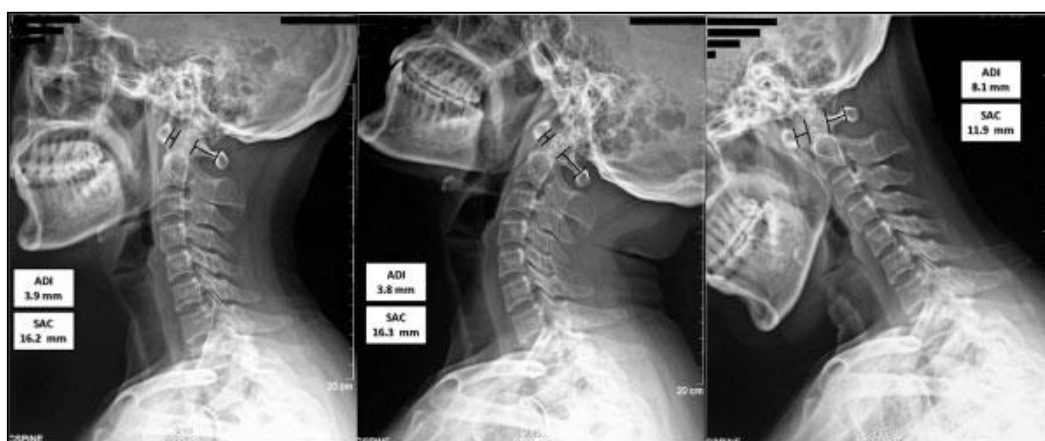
Radiografías laterales en posición neutra (izquierda), en extensión (centro) y en flexión (derecha) que muestran el intervalo atlantodental (IAD) anterior a la apófisis odontoides y el espacio disponible para la médula espinal en la parte posterior. El IAD está por encima de la media para adultos de 3 m y se reduce ligeramente en extensión, pero aumenta considerablemente en flexión. El espacio de este paciente disponible para la médula espinal que se reduce a menos de 14 mm indica riesgo de parálisis. Imagen de Yang et al. 2014.
